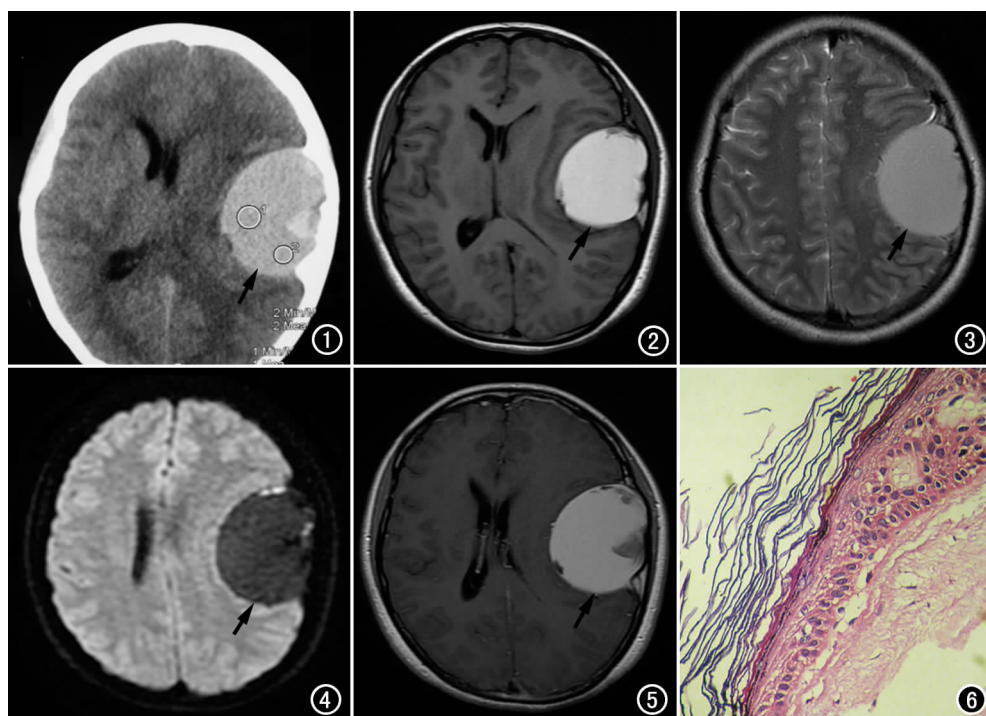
CT平扫示左颞部高密度影(箭),信号均匀,骨质破坏与增生并存。图2 T₁WI示病灶位于脑外,呈均匀高信号(箭),无明显灶周水肿,占位效应明显,无血管流空效应。
